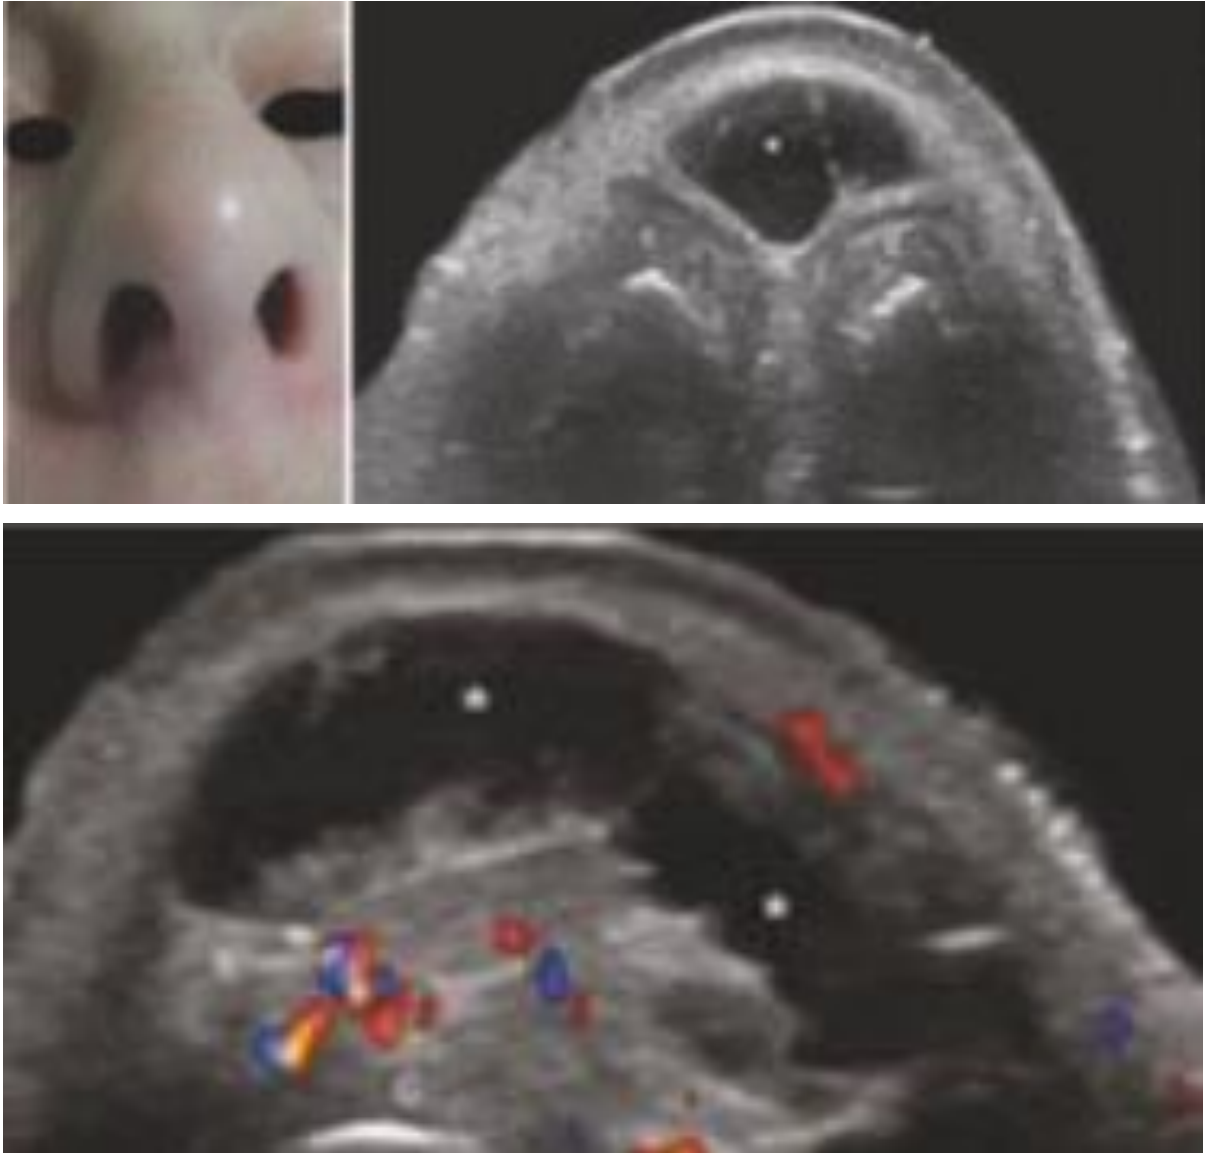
Imagem de ultrassonografia realizada no nariz de paciente submetido a rinomodelação com ácido hialurônico.
